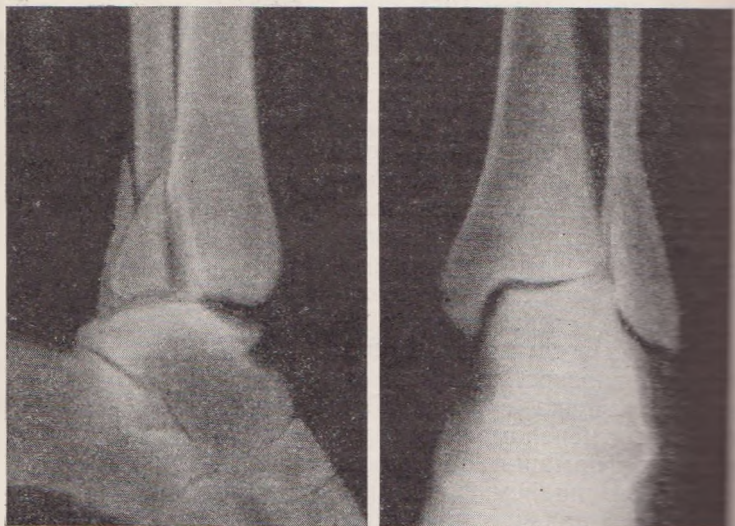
Рентгенограмма перелома лодыжек в комбинации с переломом заднего края суставной поверхности большеберцовой кости с подвывихом таранной кости.
